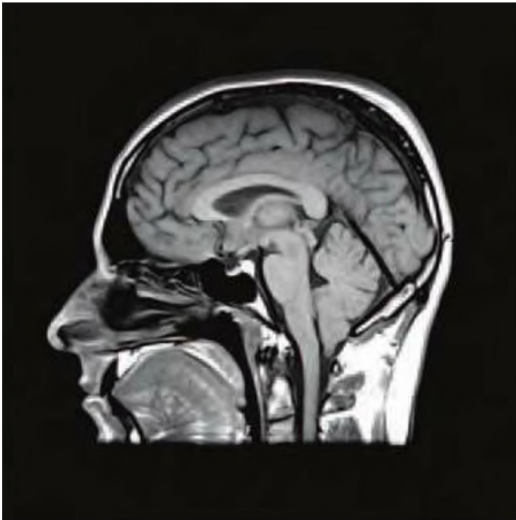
Resonancia magnética siguiendo un plano sagital medio de un encéfalo humano
